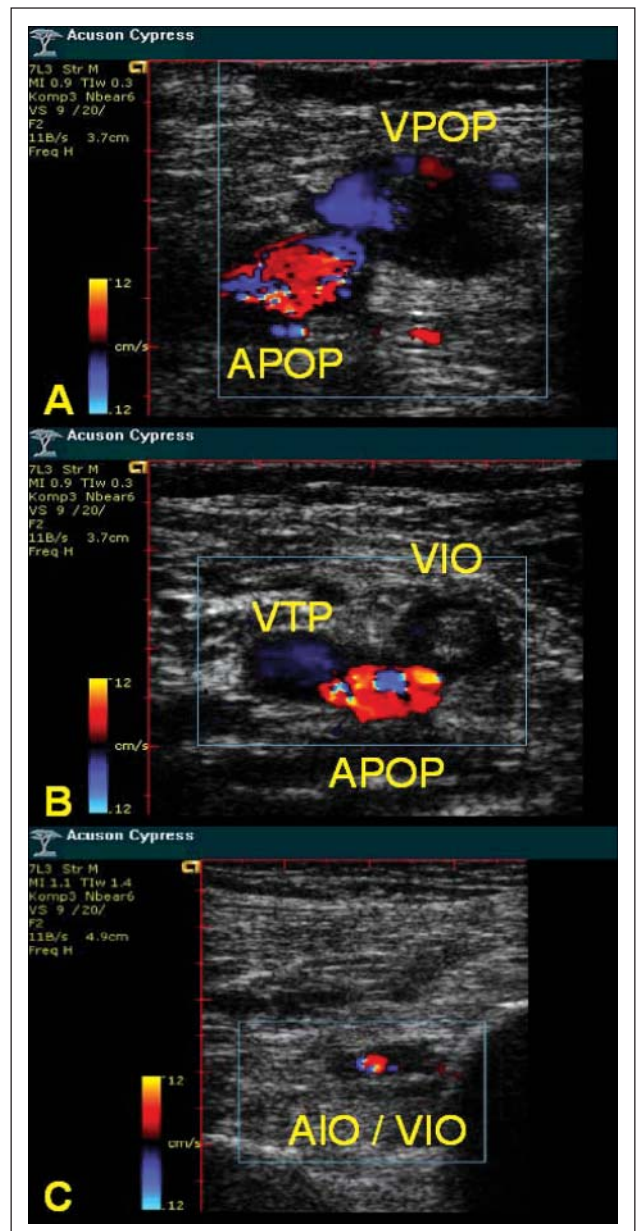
Kompressionssonographie der V. poplitea (A), der V. interossea knapp unterhalb des Konfluenz mit der A. tibialis post. (B) sowie im mittleren Unterschenkelbereich (C) mit farbkodierter Flußdarstellung (Acuson Cypress®, 7L3 Linear-Transducer; 7 MHz). Der thrombotische Verschuß geringer bis mittlerer Echodichte in der V. poplitea und der V. interossea gelangt deutlich zur Darstellung. [VPOP: V. poplitea; APOP: A. poplitea; VIO: V. interossea; AIO: A. interossea; VTP: V. tibialis posterior]
